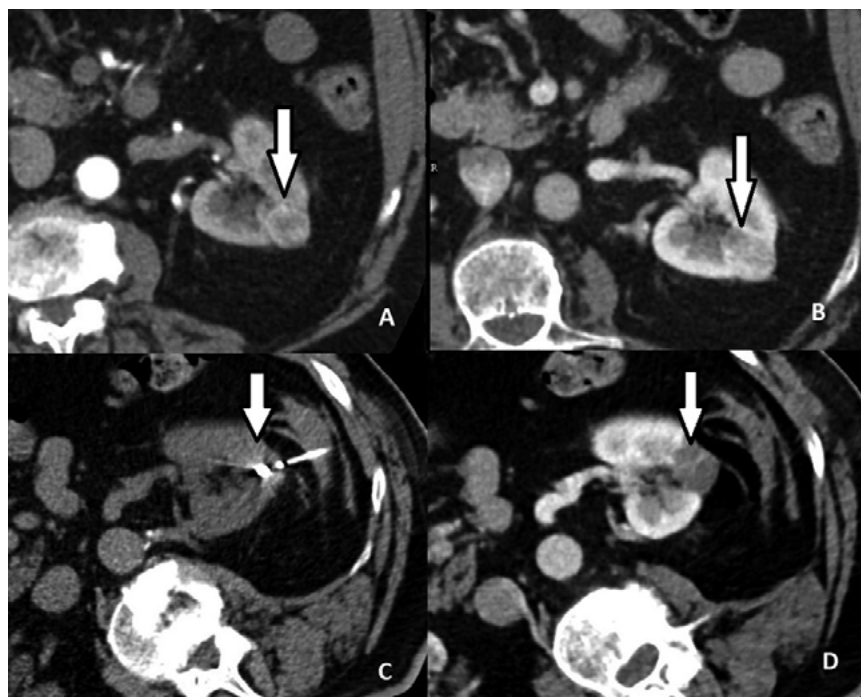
Ukázka průběhu ablace, CT vyšetření; tumor levé ledviny na předoperačním vyšetření v arteriální (A) a ve venózní (B) fázi syčení; zavedená anténa do tumoru (C), na nativním plánovacím skenu je již patrný pruhovitý hematoma perirenálně, který vznikl při zavádění antény; kontrolní vyšetření po výkonu s KL intravenózně (D), kde je patrný efekt ablace, oblast původního tumoru se nesyťí kontrastní látkou, tzn. je nekrotická (archiv autorského pracoviště)
